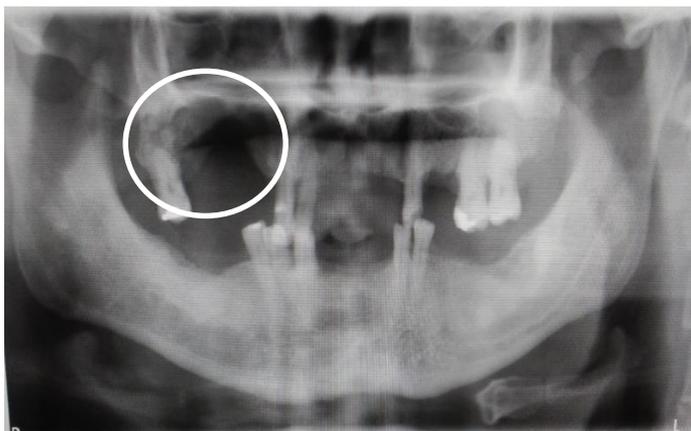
Radiografia panorâmica, após debridamentos e remoção de sequestro ósseo.
